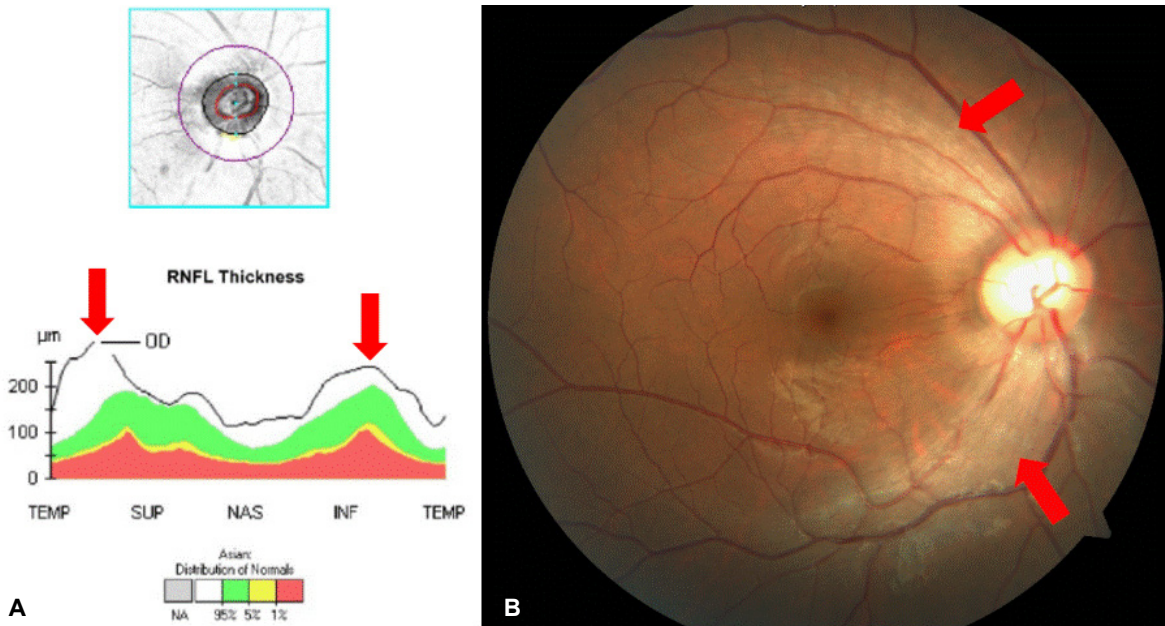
Optical coherence tomography and funduscopy images of the patient. Increased thickness of the retinal nerve fiber layers (arrows) in right eye are demonstrated by (A) optic coherence tomography assessment and (B) funduscopy photographs. RNFL, retinal nerve fiber layer, TEMP, temporal, SUP, superior, NAS, nasal, INF, inferior, NA, not applicable.
